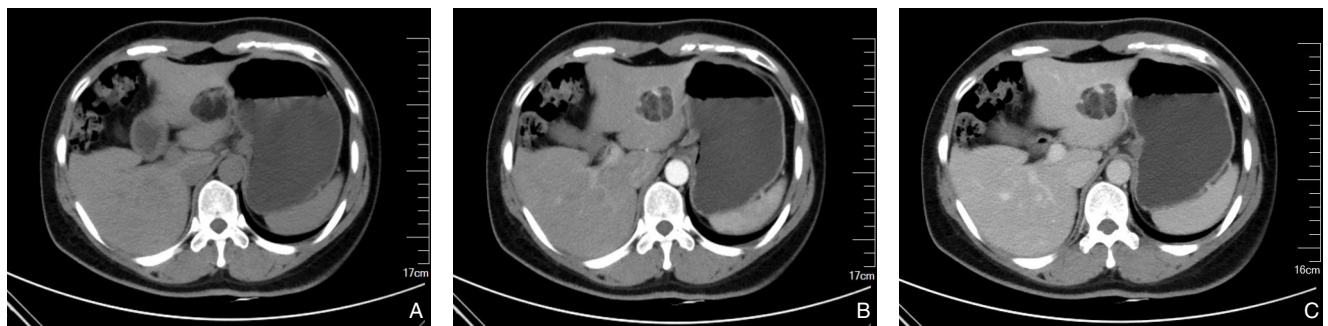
含脂肪成分肝脏PEComa的CT影像 A: 平扫期; B: 动脉期; C: 门脉期
